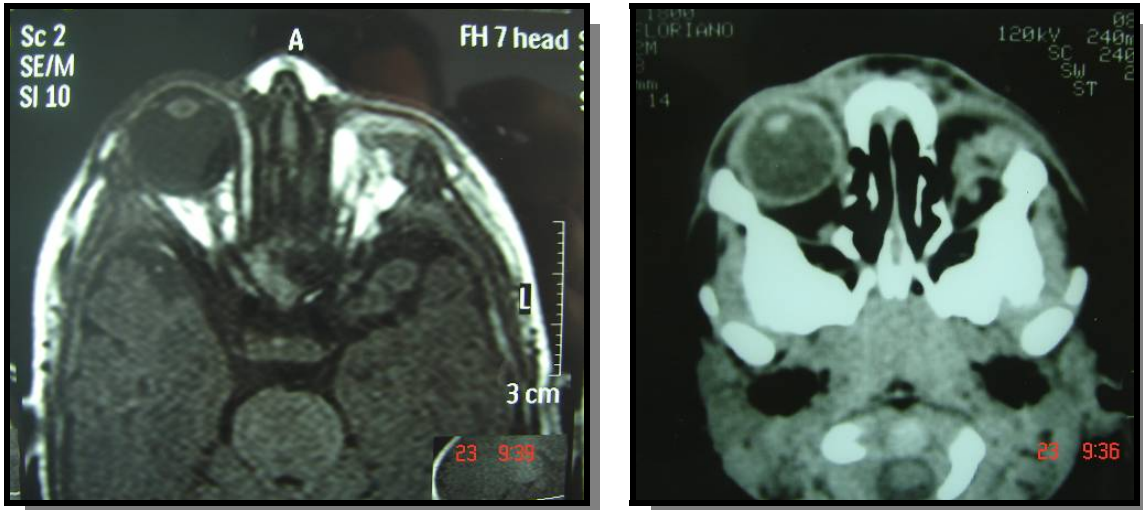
TC de órbitas, mostrando a ausência do globo ocular esquerdo.
